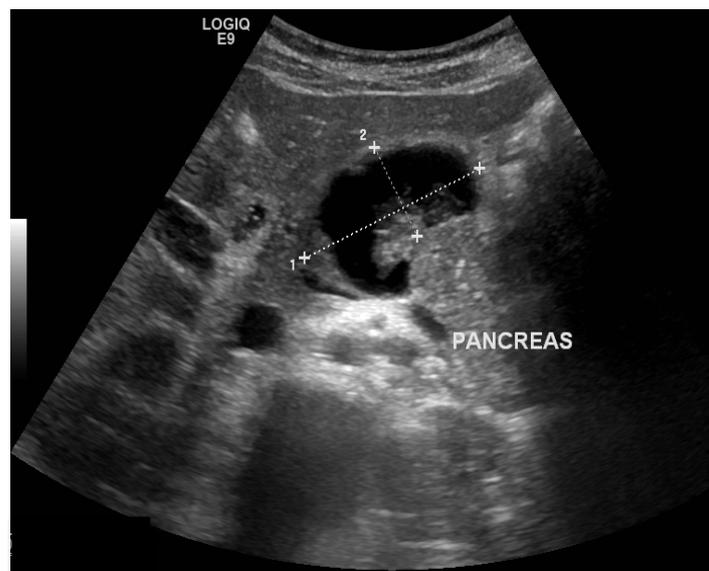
Pseudokyste pancréatique diagnostiqué en échographie abdominale à J15 post-traumatique
